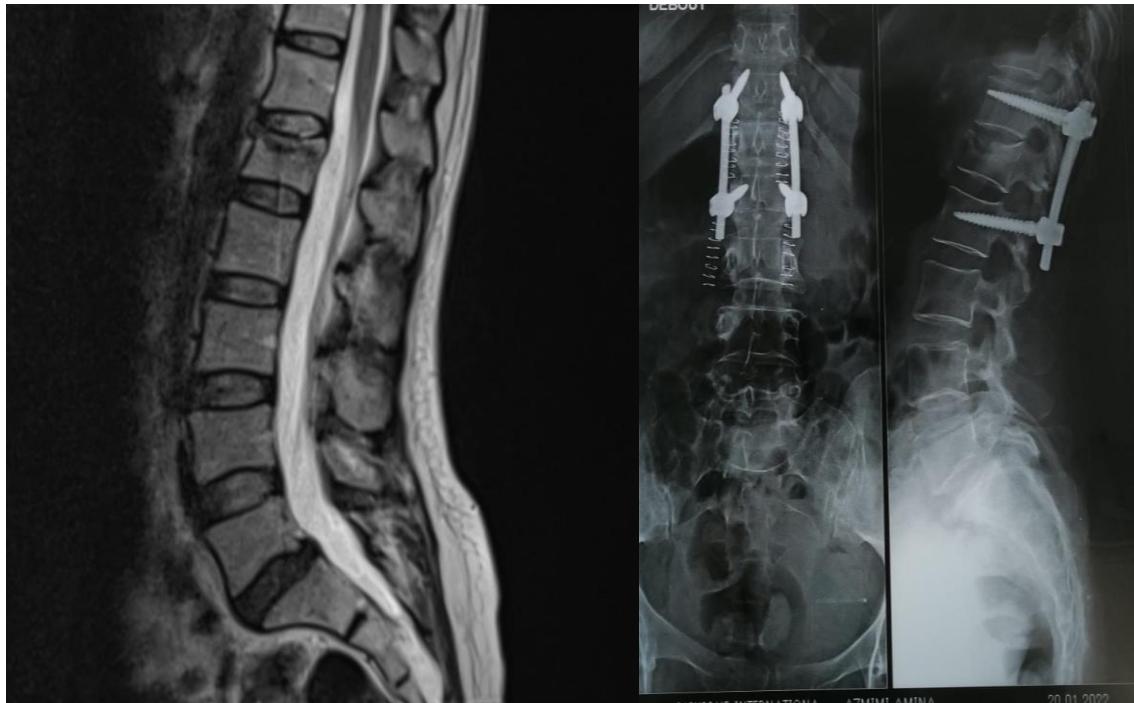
A gauche : IRM lombaire en séquence T2 montrant une fracture tassement par impaction du plateau supérieur de L1,sans recul du mur postérieur.
